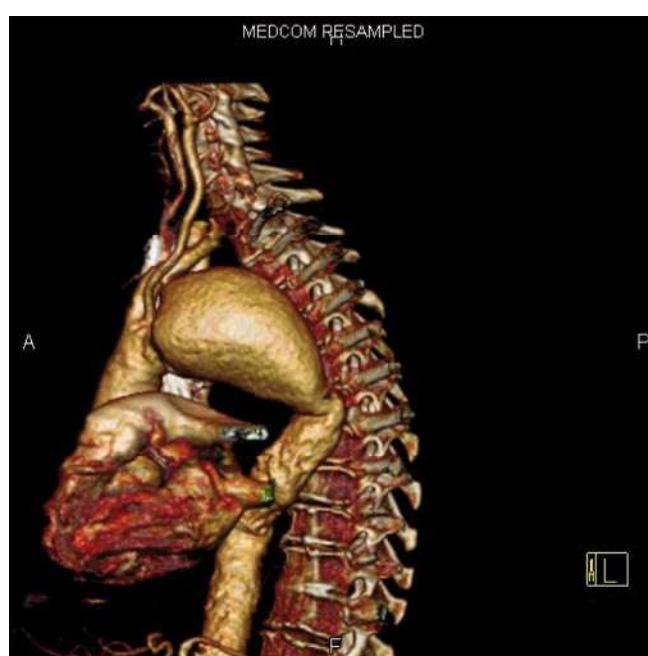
▲ 3-D-Rekonstruktion einer computertomografischen Angiografie eines thorakalen Aortenaneurysmas (links-lateraler Anblick)
